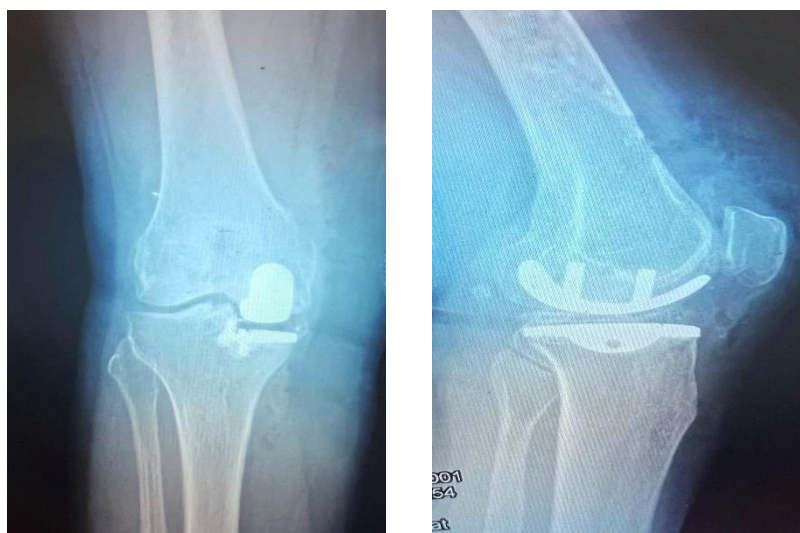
Рентгенограма правого колінного суглоба після моноконділярного ендопротезування у віддаленому періоді (здійснена в положенні стоячи з осьовим навантаження), де а) в прямій проекції, б) в боковій проекції
